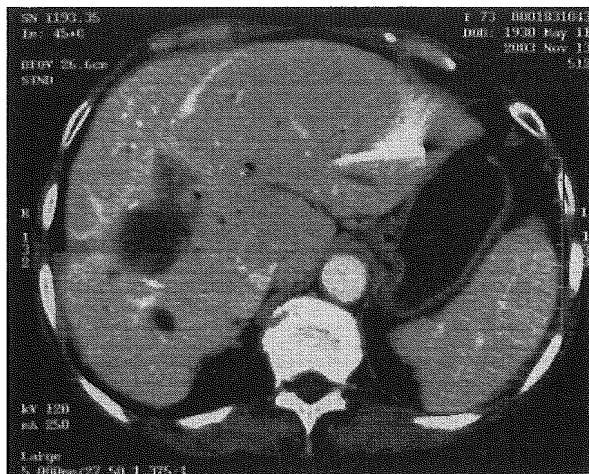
CT B₈に著明な肝内胆管の拡張を認めた。
